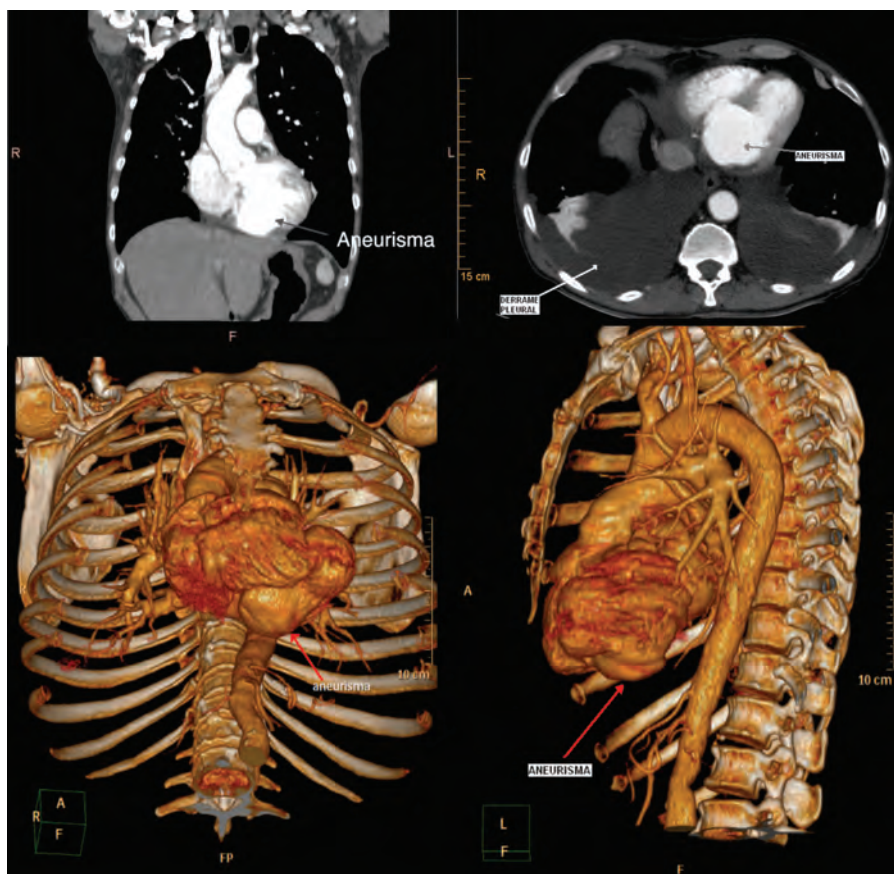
Angiotomografía computarizada. Arriba, reconstrucción coronal y axial que demuestra el aneurisma. Abajo, reconstrucción tridimensional.
